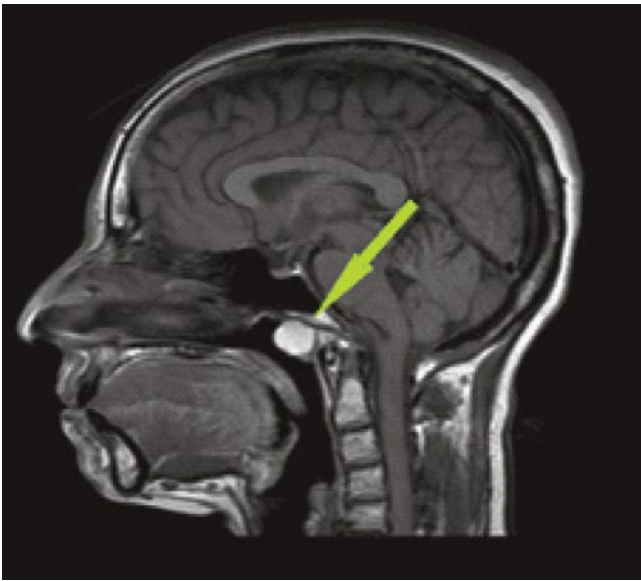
МРТ. Киста Торнвальдта.
